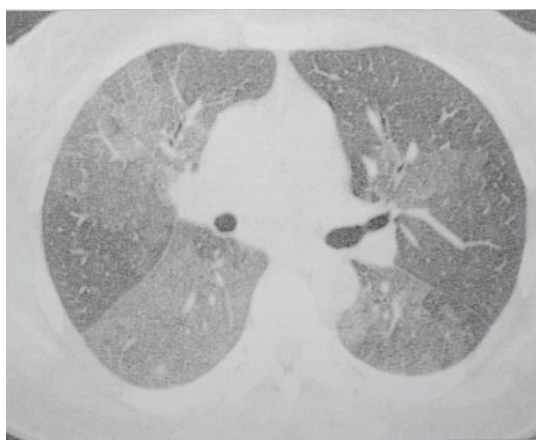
КТ органов грудной клетки от 03.03.2014 г. пациента Б., 37 л. (7-й день болезни). Снижение прозрачности легочной ткани по типу «матового стекла»
